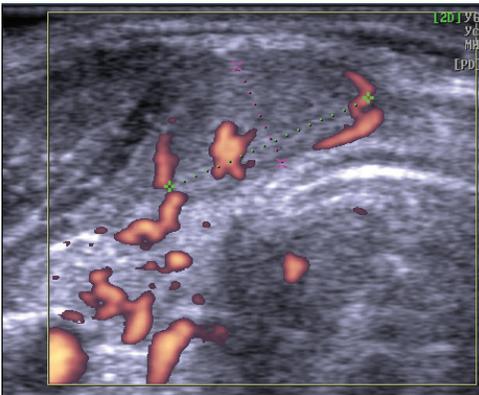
Пациент Б., 60 л., УЗИ (перешеек, поперечная проекция, ЭДК). Узел правой части перешейка. Замечен умеренный периферический и малый внутренний кровоток.
